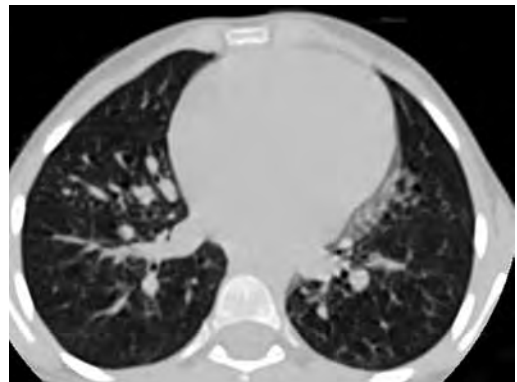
КТ с контрастированием больной Н. Описание в тексте
